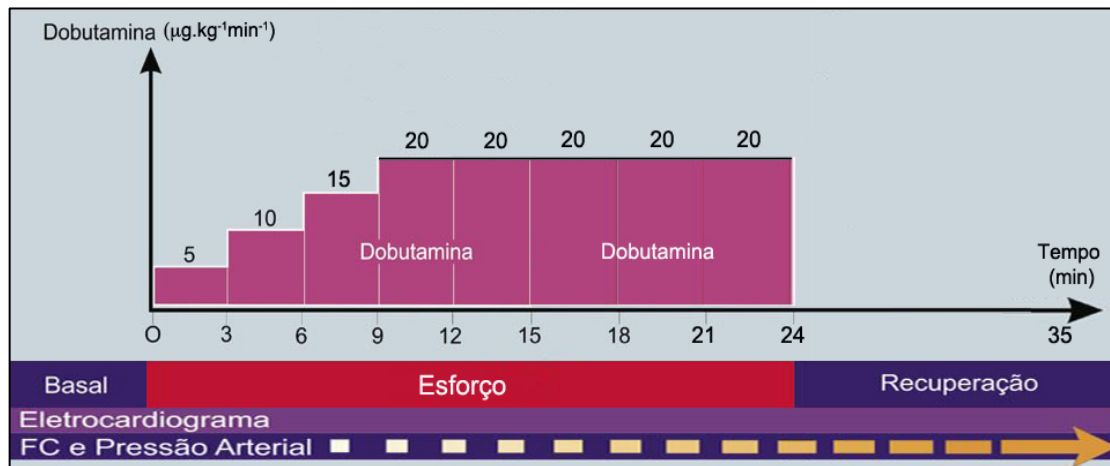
Protocolo de esforço farmacológico com dobutamina para obtenção das imagens Gated-PET. Adaptado de ^{55, 104}.
